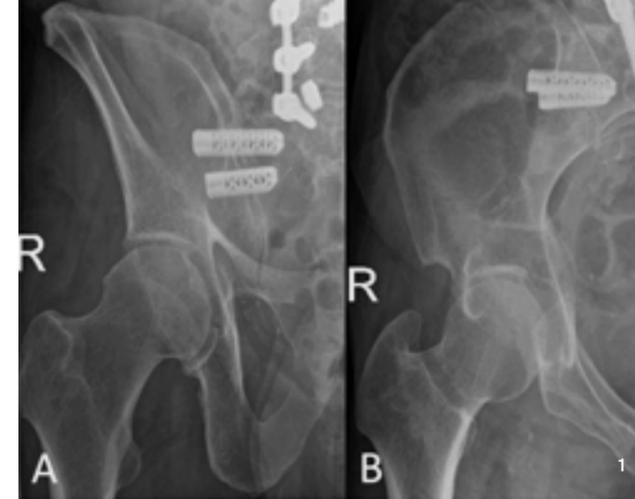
Röntgenaufnahme des Beckens in Outlet- (A) und Inlet-Projektion (B) nach ISG-Fusion mittels iFuse-Implant-System bei ISG-Dysfunktion nach ex domo erfolgter Spondylodese LW4-SW1
